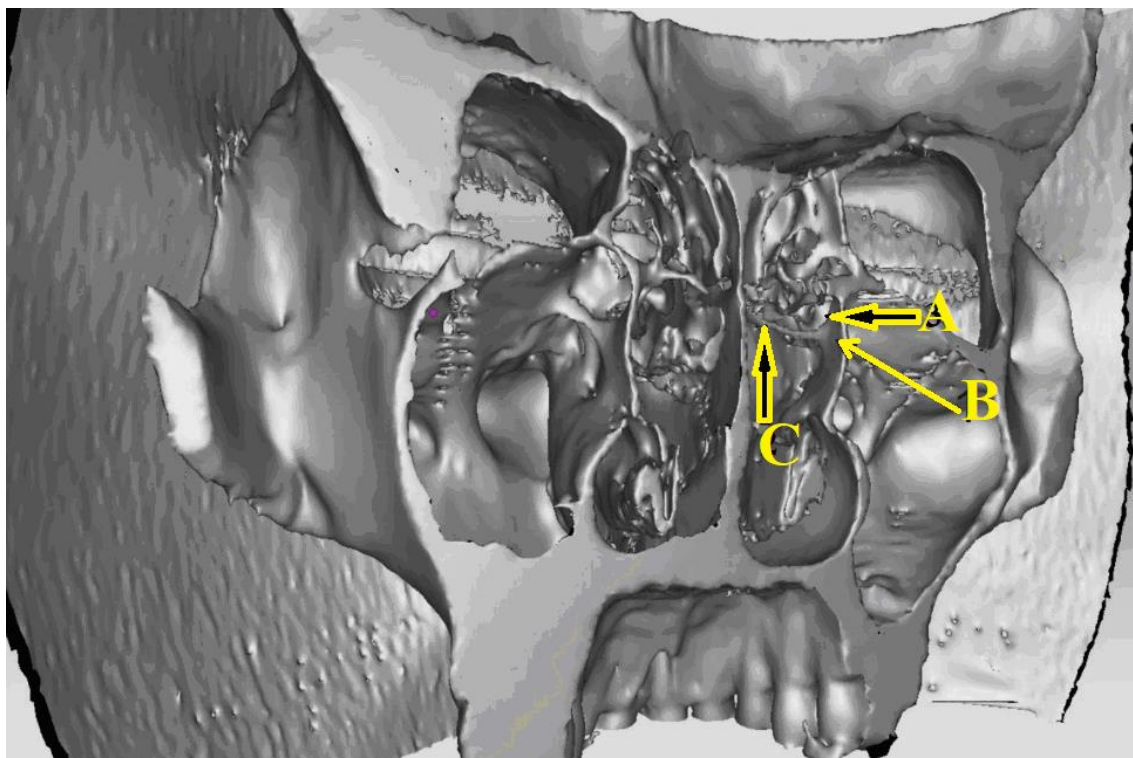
Приклад побудованої 3D моделі на основі СКТ, отриманого після обстеження пацієнта із проміжною формою півмісяцевого розтвору. (В – гачкуватий відросток, С – середня носова раковина, А – півмісяцевий розтвір).
